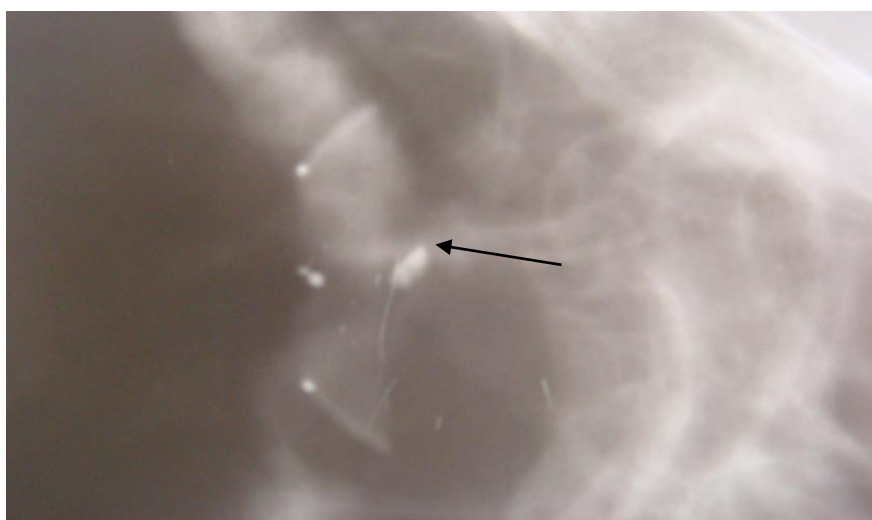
Пацієнт Р. 41 р., ліве око, рентгенограма в бічній проекції з протезом Комберга-Балтіна. Визначається тінь ВОСТ в передньому сегменті ока (ВОСТ вказано стрілкою).
